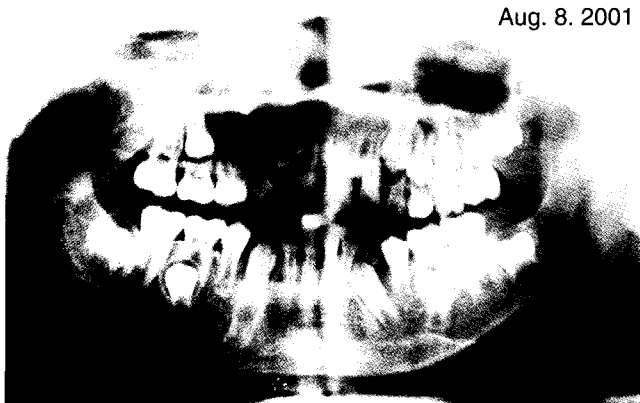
The panoramic radiograph of a 9 year-old boy shows two dentigerous cysts on tooth #13 and #17. Tooth #13 is displaced superiorly and #17 is displaced into the maxillary sinus.
